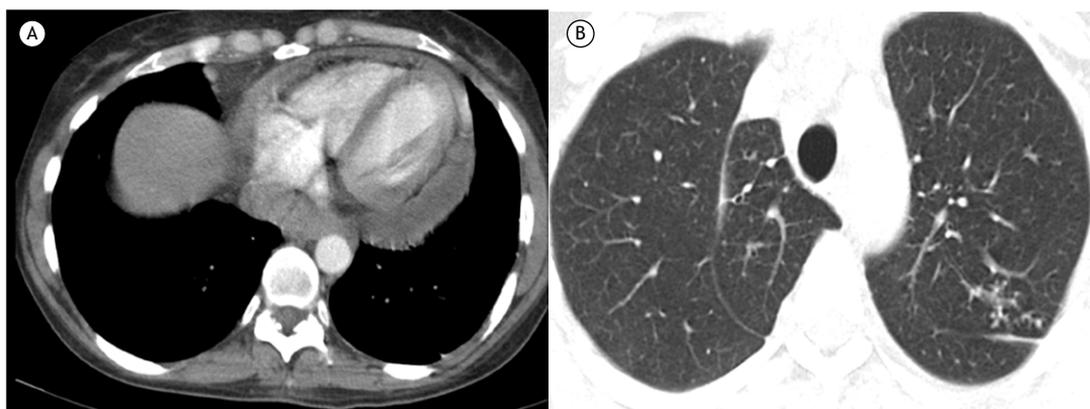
Em A, TC com corte axial e janela para mediastino mostrando coleção com densidade líquida envolvendo o coração (derrame pericárdico). Em B, corte axial com janela para parênquima pulmonar mostrando opacidades nodulares no lobo superior do pulmão esquerdo, configurando padrão de árvore em brotamento.
